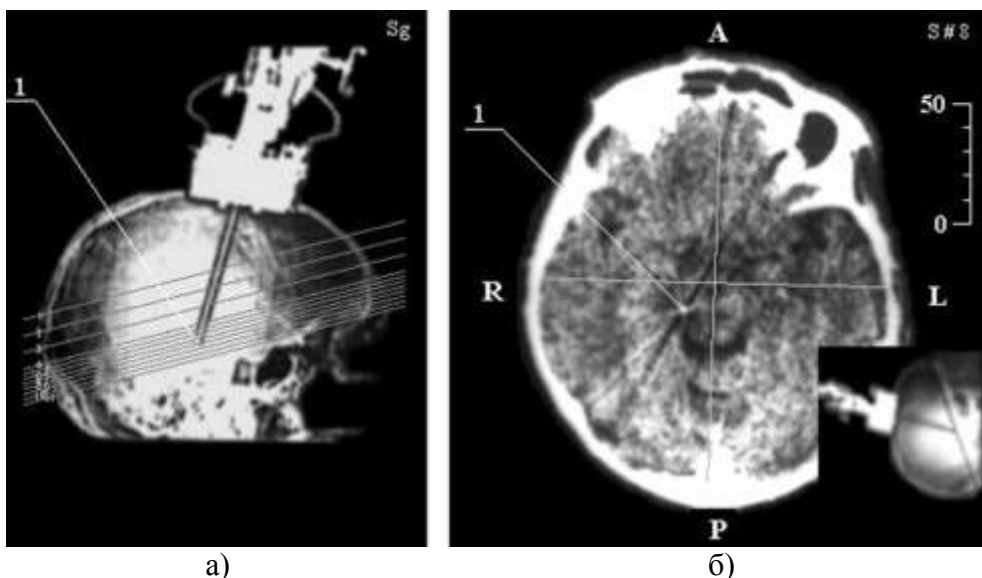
Интраоперационная СКТ: а) обзорная топограмма в сагиттальной проекции; б) аксиальный томографический срез на уровне субталамической области; 1 – дистальная оконечность канюли.
